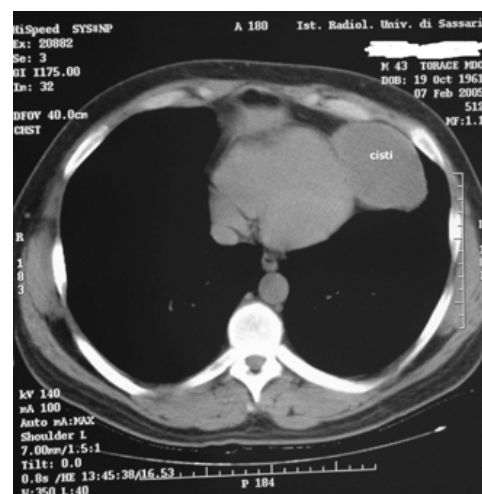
Tomografia computerizzata del torace con mezzo di contrasto: evidenza di voluminosa cisti pericardica in corrispondenza dell'apice cardiaco.
